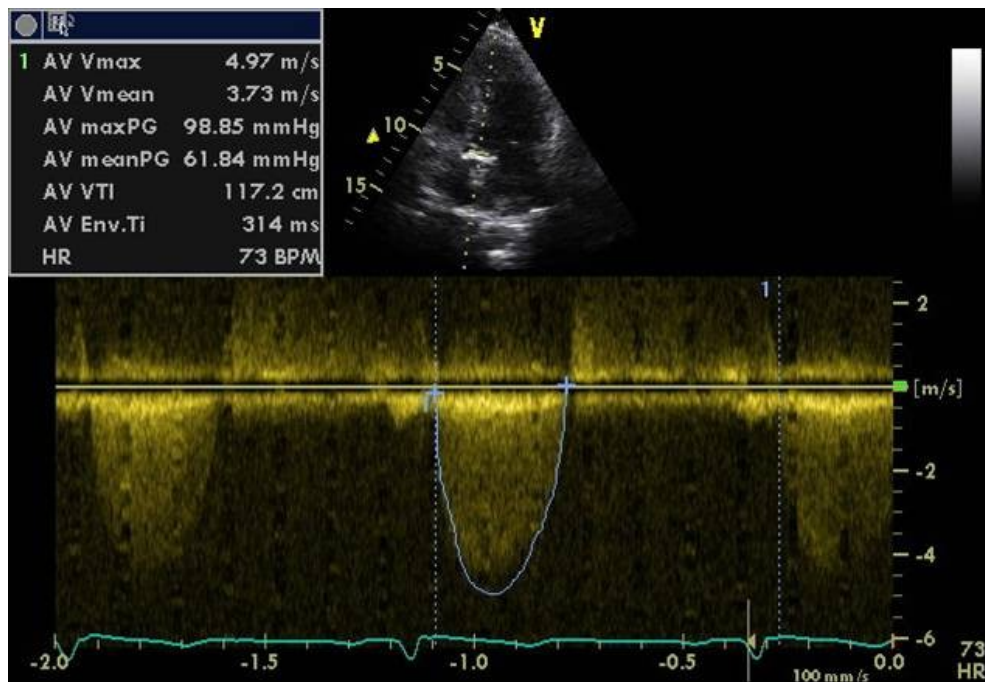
CW-Doppler über einer AST mit ca. 5 m/s Fluss, entsprechend 99 mmHg Spitzengradient und ca. 62 mittleren Gradienten (siehe linkes oberes Feld der Graphik); eine unauffällige Klappe hat max. 20 mmHg Spitze
